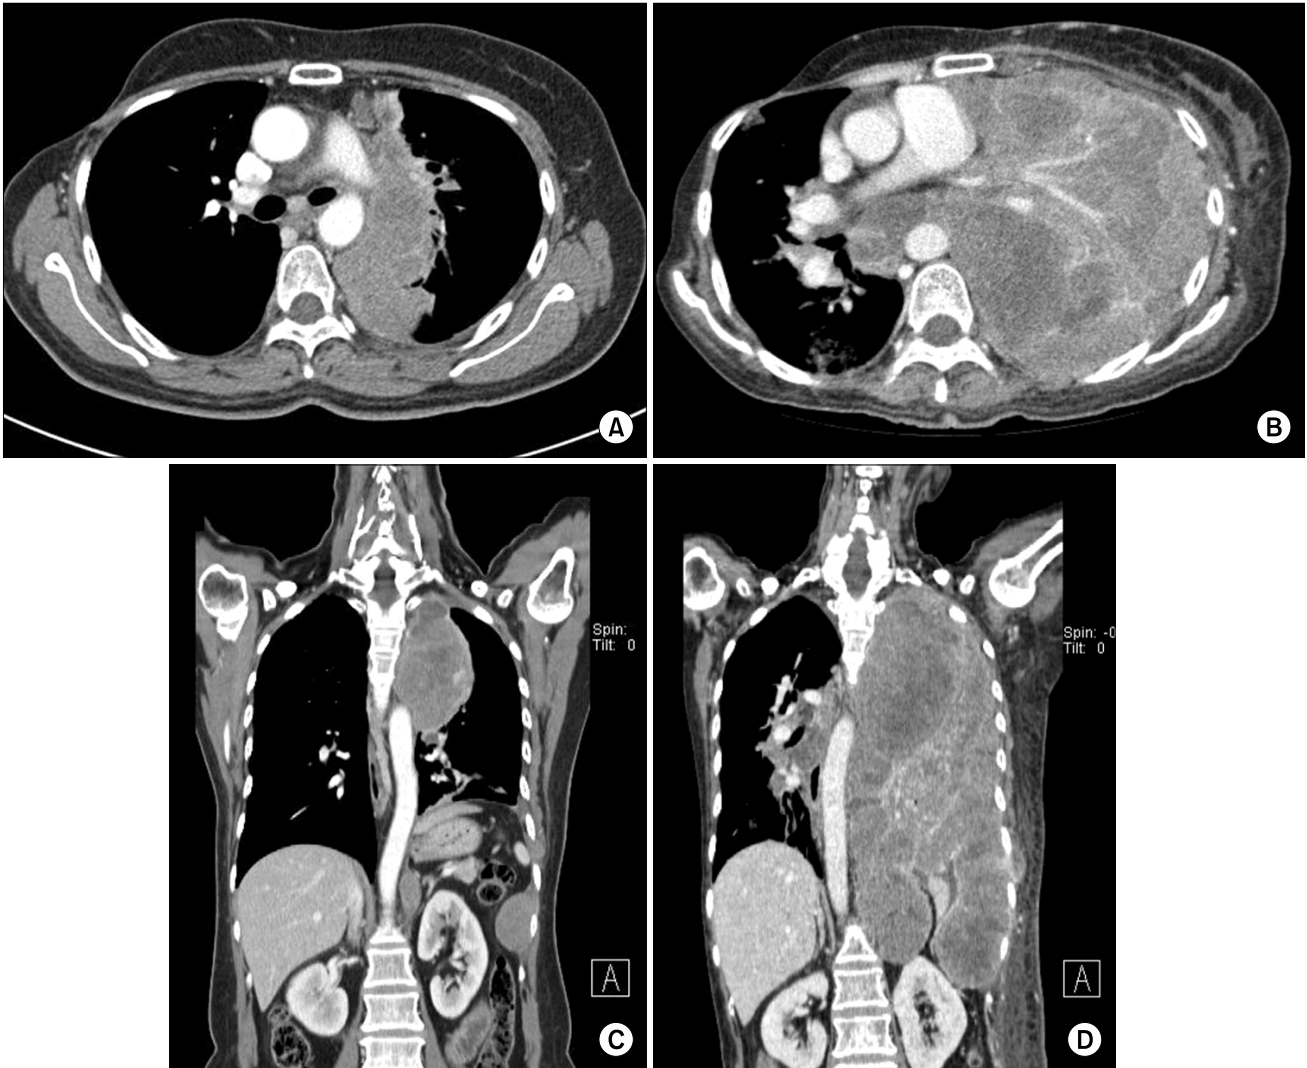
Chest CT scan with contrast enhancement reveals rapid growing pleural mass of left lung. (A, C) 2 months ago, A 6×11×12 cm pleural mass with heterogenous density in left thoracic cavity. (B, D) A 13×15.5×30 cm huge pleural mass in left entire hemithorax.
